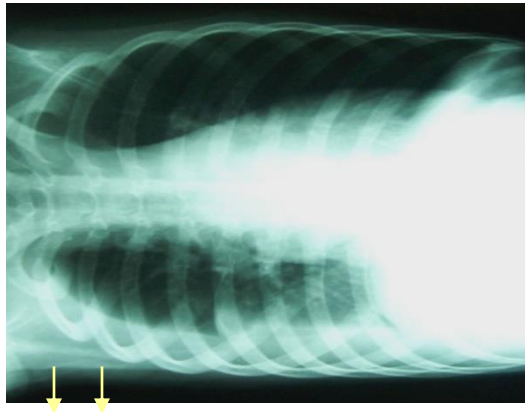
Radiografi toraks rounded pneumonia
